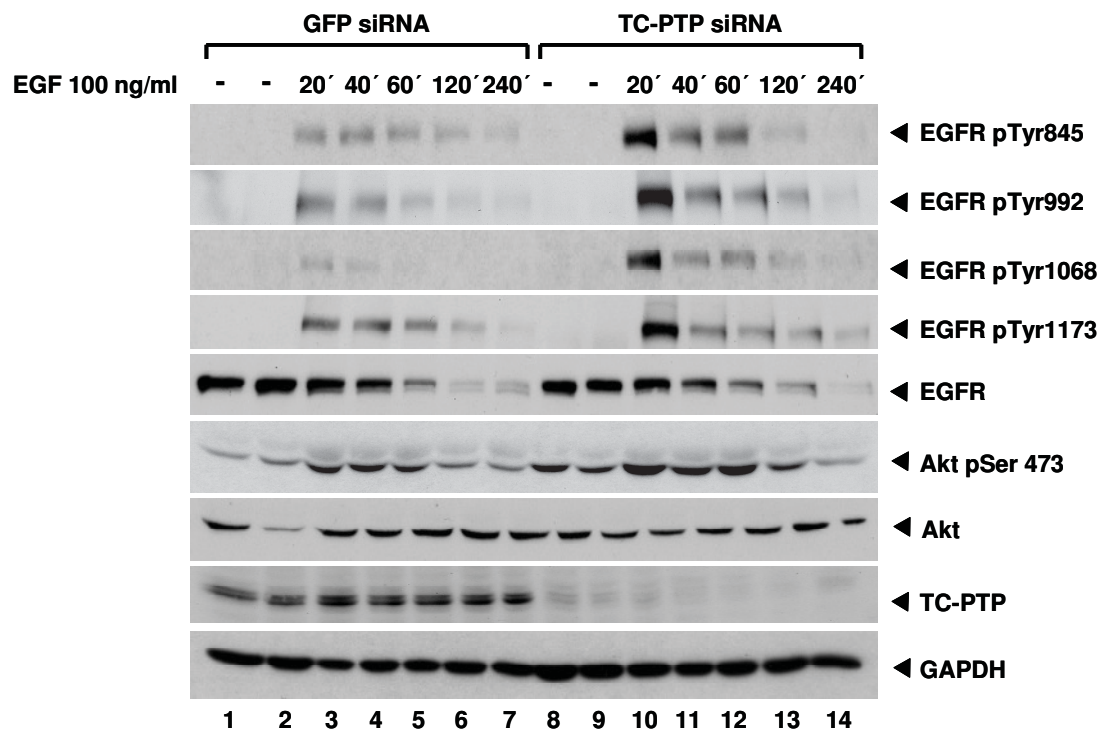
TC-PTP hemmt die EGF-abhängige Signalantwort und die basale Akt-Aktivierung. Huh7 Zellen wurden mit für TC-PTP spezifischen siRNA oder als Kontrolle mit GFP siRNA transfiziert und mit 100 ng/ml EGF für die angegebenen Zeitpunkte stimuliert. Danach wurden die Zellen lysiert, jeweils 30 µg Protein/Spur wurden aufgetragen und durch Western Blot analysiert. Mittels spezifischer Antikörper wurde die Phosphorylierung von EGFR an den Tyrosinstellen 845, 992, 1068 und 1173, die Phosphorylierung von Akt an Serin 473, TC-PTP, EGFR, Akt und GAPDH (Beladungskontrolle) nachgewiesen.
